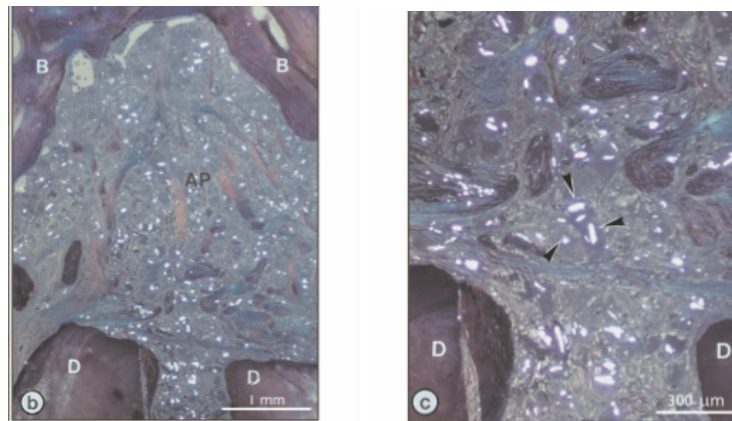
Fotomicrografía con luz polarizada de lesión periapical con reacción a cuerpo extraño con presencia de células gigantes multinucleadas, las cuales presentan gutapercha en su citoplasma⁶.
